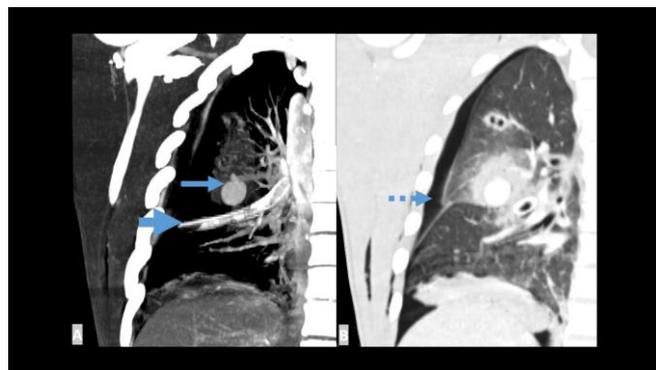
Plano coronal, tomografia pós-contraste do hemitórax direito. (A) com janela para mediastino e (B) com janela pulmonar. Seta contínua: imagem em continuidade com ramo vascular pulmonar segmental com aprimoramento pós-contraste compatível com pseudoaneurisma pós-traumático e contusão pulmonar. Seta descontinua: pneumotórax. Flecha grossa: dreno torácico.
